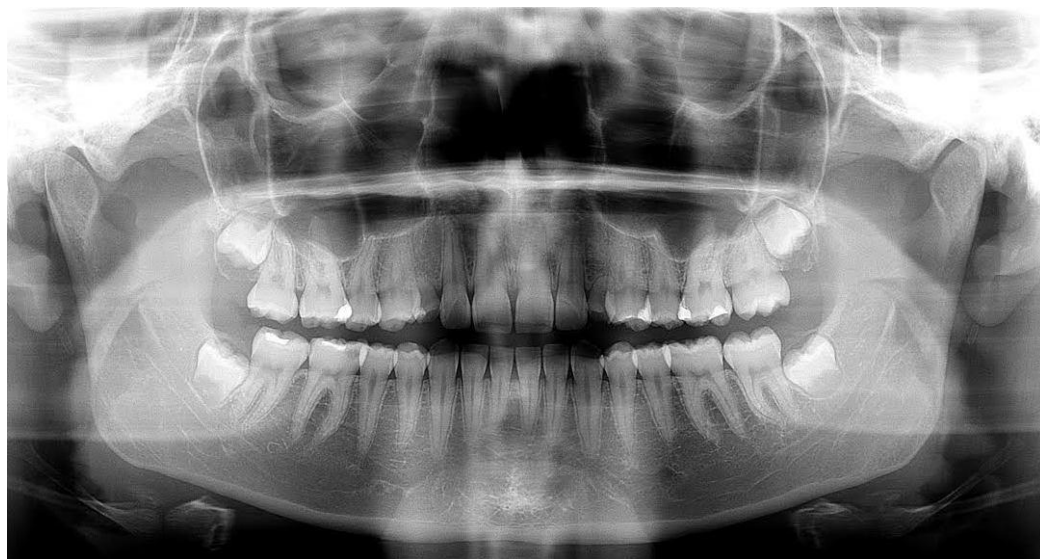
Ortopantomogram, snimljen pri prvom pregledu pacijentice. Vidi se nedostatak zametaka gornjih trajnih očnjaka.
